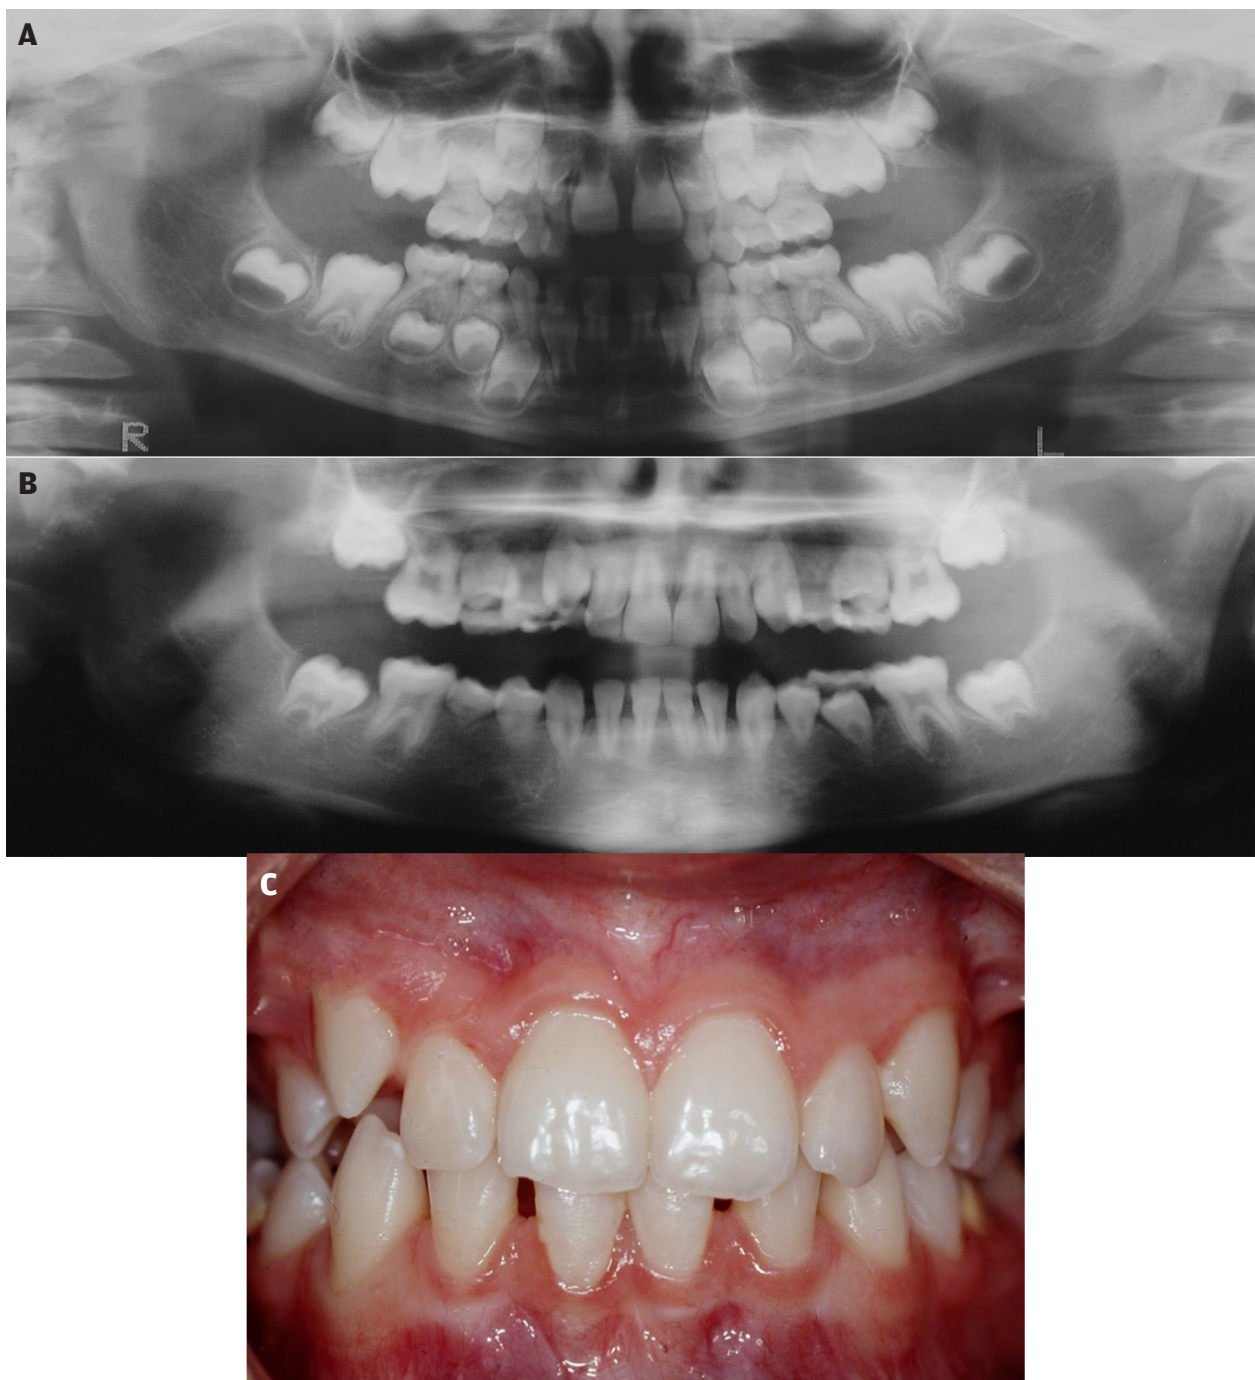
A. Ortopantomografi af en dreng på 5 år og 3 måneder med akut lymfatisk leukæmi før allogen knoglemarvstransplantation. Der ses et normalt alderssvarende tandsæt og tandmodenhed. B. Ortopantomografi af samme dreng, som nu er 10 år, efter afsluttet kemoterapi, knoglemarvstransplantation og efterfølgende helkropsbestråling. C. Klinisk foto af den 10-årige drengs tandsæt.
